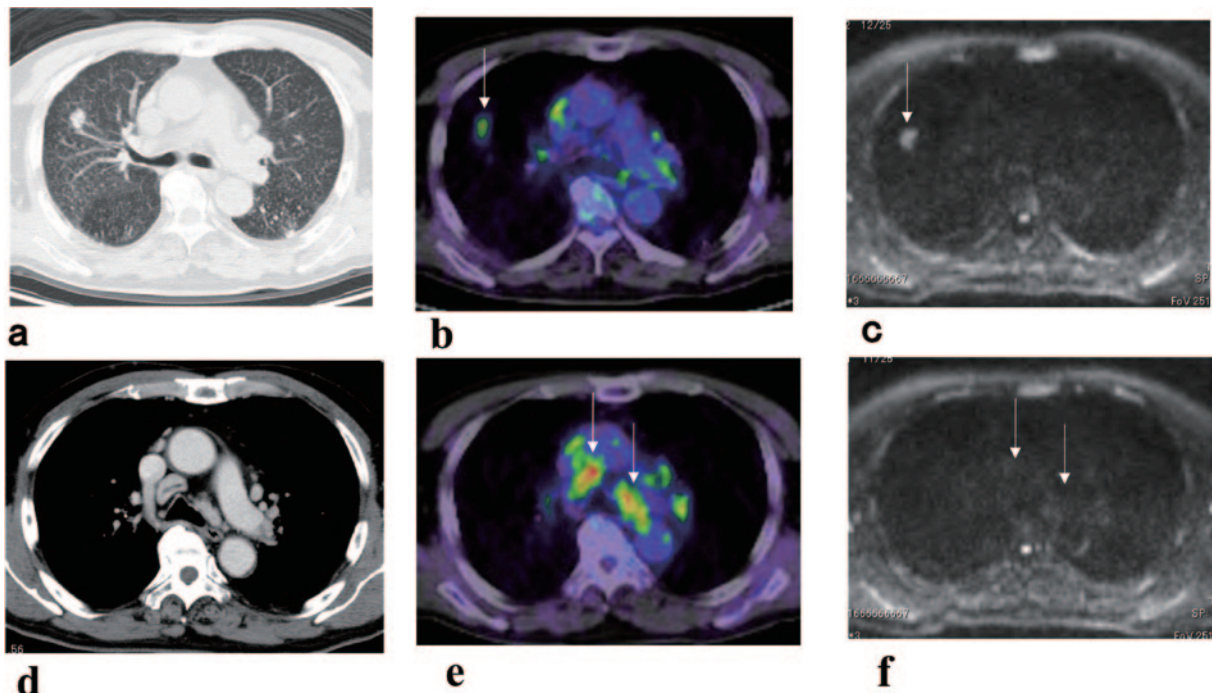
Case 2. (a-c) Comparison of a primary lung cancer among non-contrast CT (a), FDG-PET/CT (b) and DWI (c). (a) The non-contrast CT showed a nodule of 20mm in the right upper lobe. (b) FDG-PET/CT showed an FDG accumulation (SUVmax 4.18) in the lung cancer (arrow). (c) DWI showed decreased diffusion (ADC: $1.45 \times 10^{-3} \text{ mm}^2/\text{sec}$) (arrow). (d-f) Comparison of #4R and #4L lymph nodes among contrast-enhanced CT (d), FDG-PET/CT (e) and DWI (f). (e, f) FDG-PET/CT (e) showed an FDG accumulation (SUVmax 7.57) in the #4R and #4L lymph nodes (arrows). DWI (f) did not show decreased diffusion in the #4R and #4L lymph nodes (arrows).
